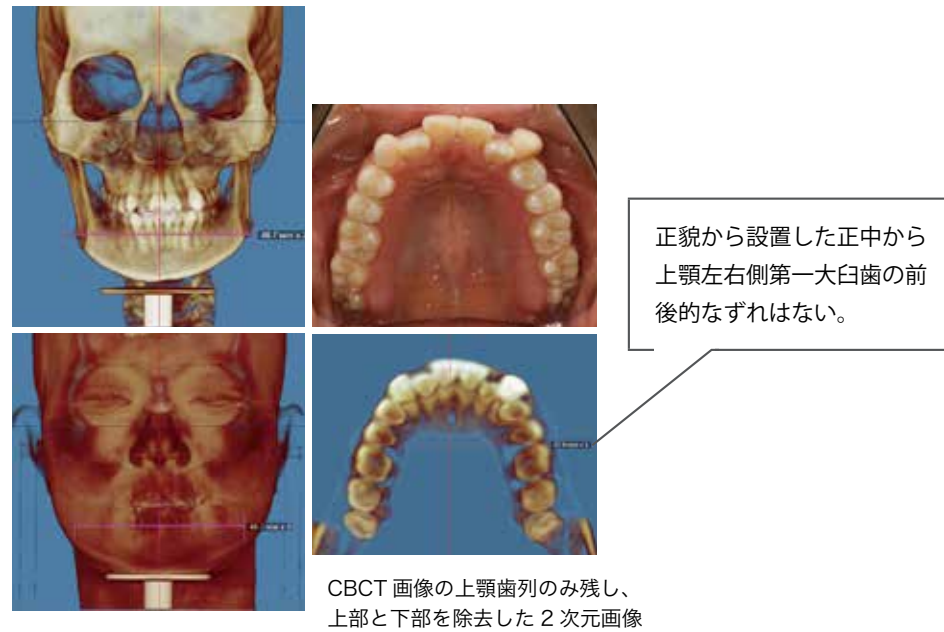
IOS と CBCT から得られたデータがあれば矯正診断が可能
